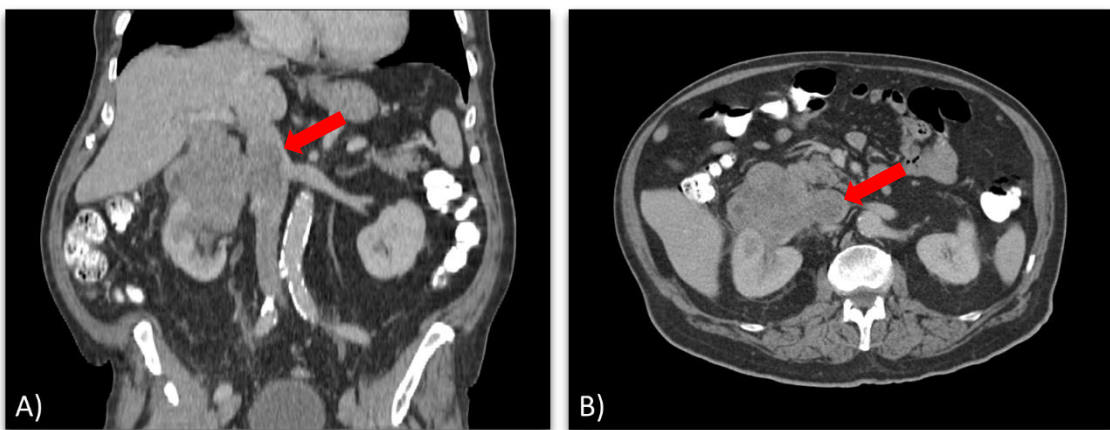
Leiomyosarkom der Niere mit Infiltration der Vena cava inferior. CT-Untersuchung in frontaler (A) und axialer (B) Schnittebene, portalvenöse Kontrastmittelpphase. 72-jähriger Patient mit einer rechtsseitigen, irregulär konfigurierten renalen Masse, vom Nierenoberpol ausgehend und maximal 10,6 cm durchmessend. Die Läsion wächst kontinuierlich in die Vena cava inferior ein, der Tumorzapfen zeigt sich als hypodense Masse in der segmental erweiterten Hohlvene (siehe Pfeil). Die rechte Nierenvene ist nicht mehr abzugrenzen. Nebenbefundlich deutliche Wandverkalkung der Aorta abdominalis sowie der Aortenbifurkation.
